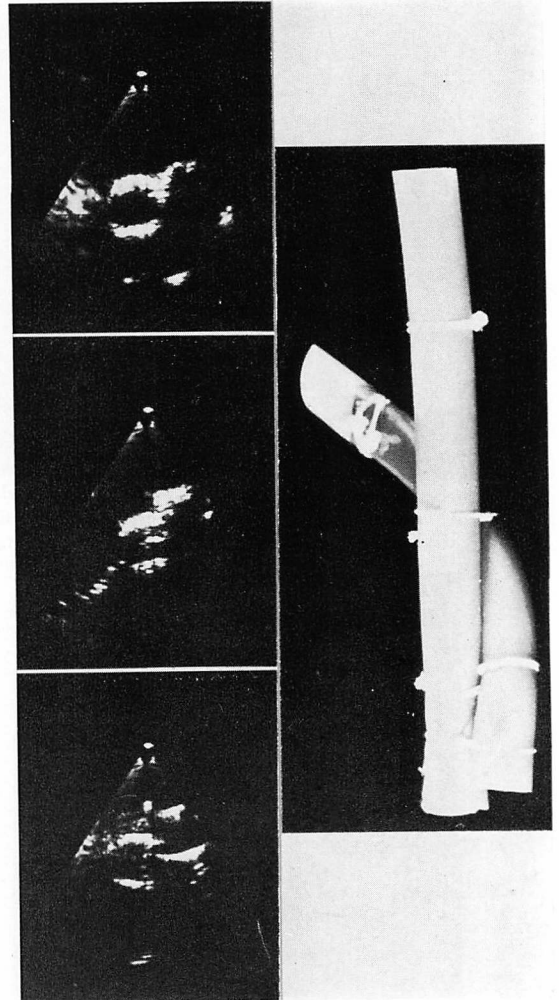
Two-dimensional echocardiographic images from spiral model.
